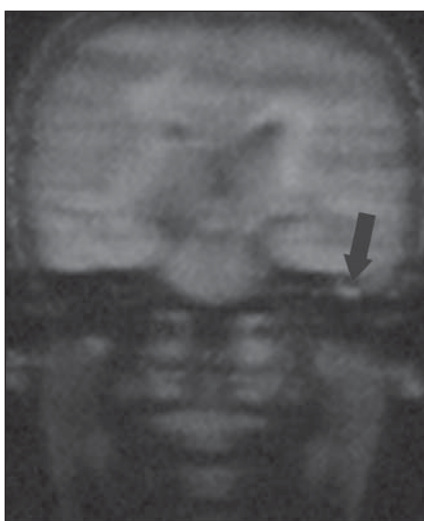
Mesmo paciente um ano depois. RM plano coronal, sequência difusão HASTE (sem *echo-planar*). Não há restrição à difusão no tecido inflamatório de granulação (seta).
